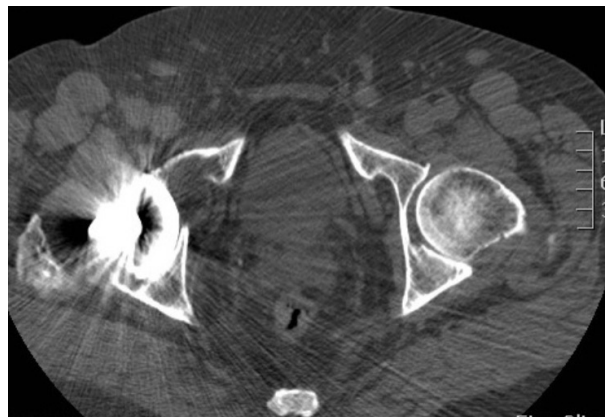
CT einer Hüfttotalendoprothese – ursprünglich veröffentlicht unter einer modifizierten CC BY-NC-SA 3.0 Lizenz (<https://creativecommons.org/licenses/by-nc-sa/3.0/deed.de>) in Quelle [85]
